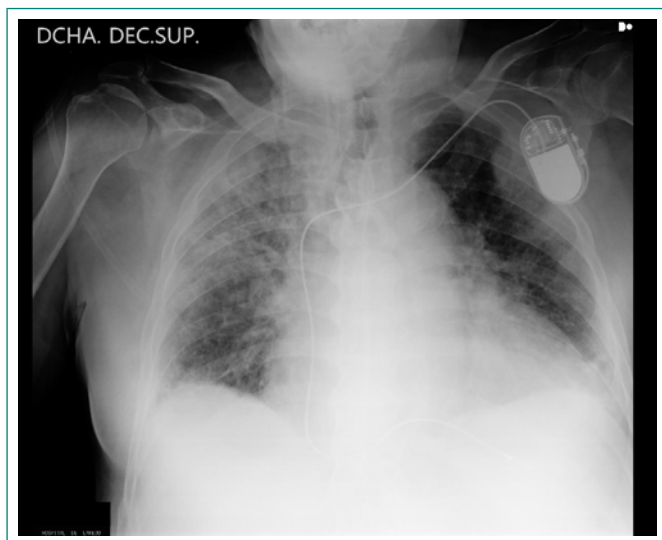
Radiografía de tórax decúbito supino. Infiltrado alveolointersticial difuso bilateral.
